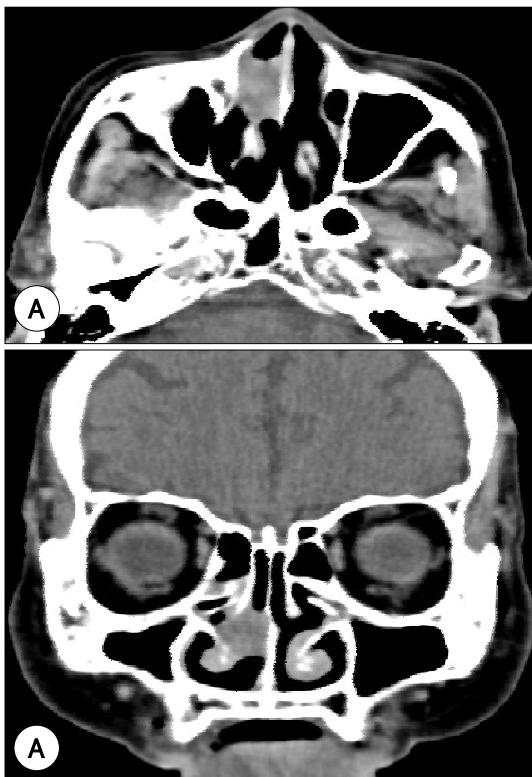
The PNS CT scan of an huge soft tissue mass in Rt nasal cavity. A : axial view. B : coronal view.
